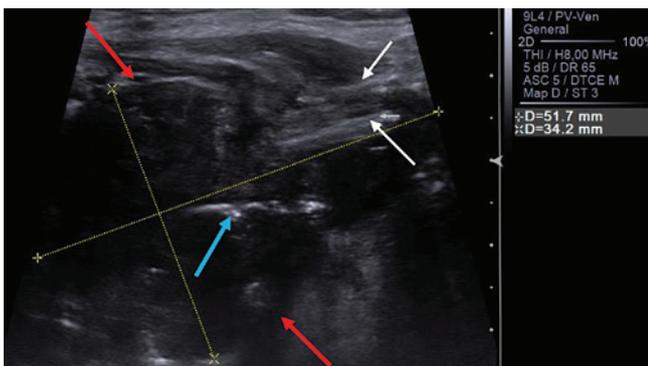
Ультразвуковая томограмма распространенной опухоли гортани (красные стрелки). Продольное сканирование. Опухоль муфтообразно охватывает щитовидный (белые стрелки) и перстневидный хрящ (синяя стрелка)
